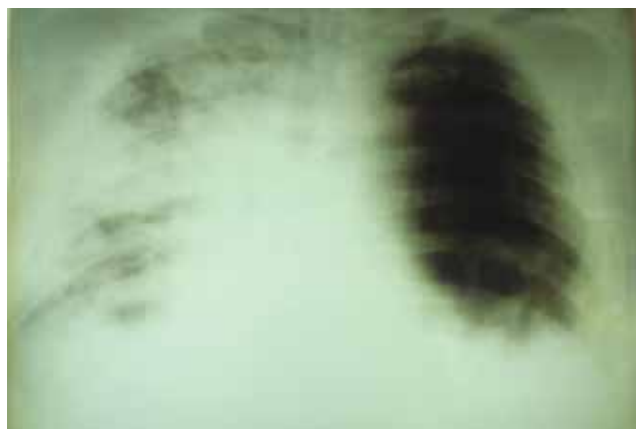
Рентгенограмма легких больного Б. от 04.03.11
